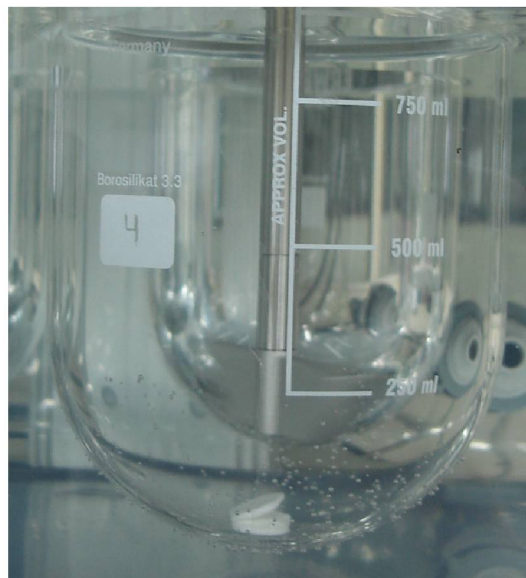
FOTOGRAFIA MOSTRANDO O ASPECTO DE UMA PASTILHA DURANTE O ENSAIO DE DISSOLUÇÃO
